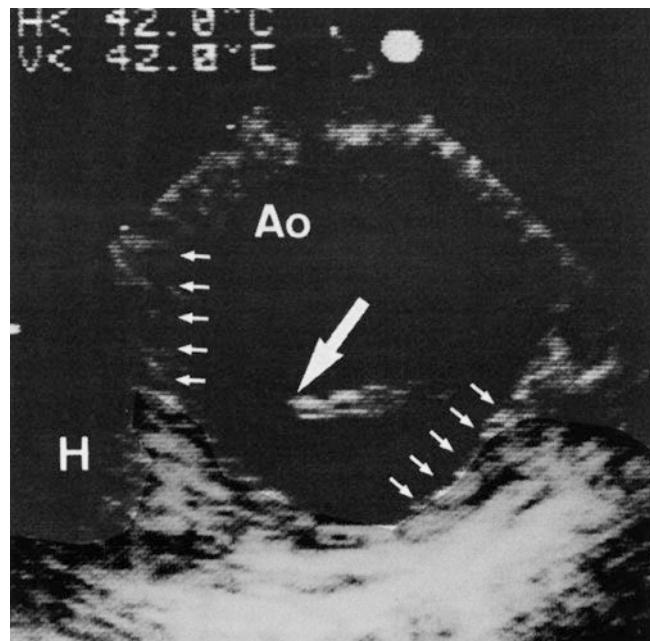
Transösophageale Echokardiographie der thorakalen Aorta descendens (Ao) unmittelbar nach Abgang der A. subclavia links: Im Querschnitt durch die Aorta stellt sich der lokale Intimaris mit Membran (dicker Pfeil) dar; intramurales Hämatom (kleine Pfeile), semizirkuläres periaortales Hämatom (H)
